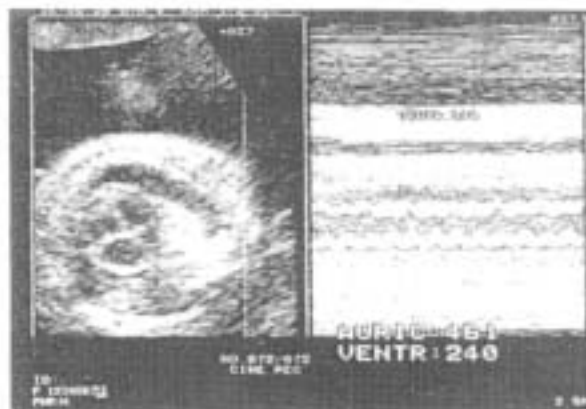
Ecocardiograma en modo M a nivel de aurícula (frecuencia de 461 latidos/minuto) y ventrículo derecho con frecuencia de 240 latidos/minuto (caso 1).
